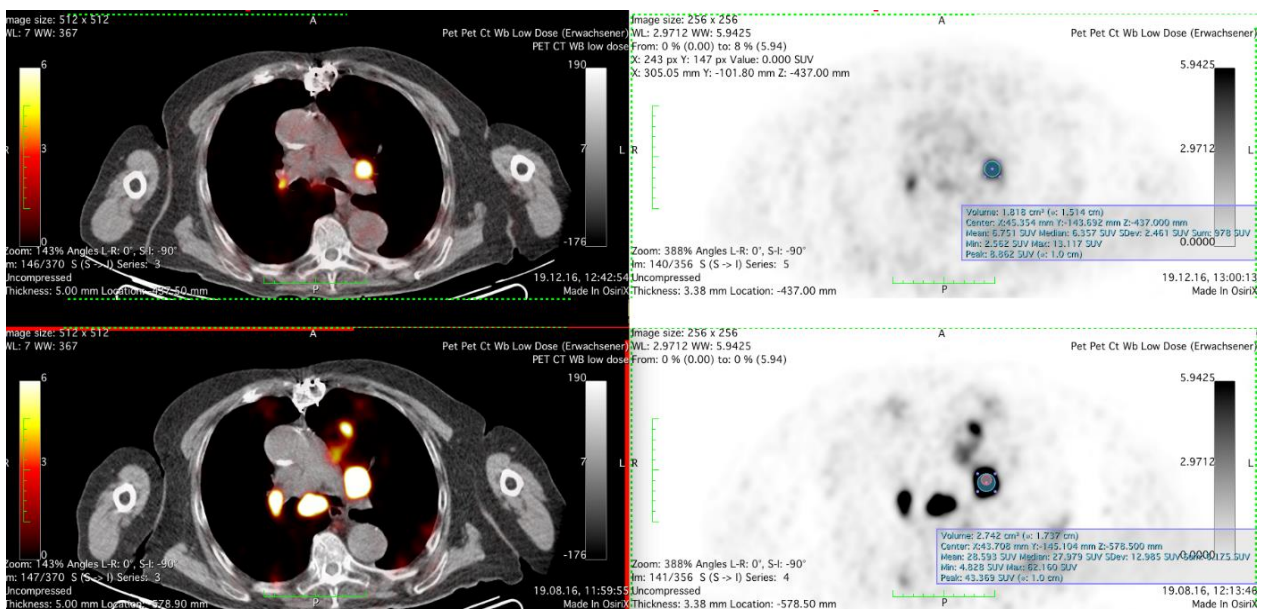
PET/CT-Aufnahme des Mediastinums mit SUV-Messung. In der Abbildung sind mehrere Lymphknotenmetastasen im Bereich des Hilus zu erkennen. Beispielhaft wurde die Anreicherung einer der Lymphknoten gemessen. Prätherapeutisch (untere Hälfte der Abbildung) wurde bei dem im linken Mediastinum hilusnah gelegenen Lymphknoten ein SUVmax-Wert von 62,16 und posttherapeutisch (obere Hälfte) nach zwei Zyklen ein SUVmax-Wert von 13,12 gemessen. Der SUVmean-Wert betrug vorher 28,59 (untere Bildhälfte) und nachher (obere Bildhälfte) 6,75. Somit lag die Abnahme von SUVmax bei 49,04 und die von SUVmean bei 21,84.
